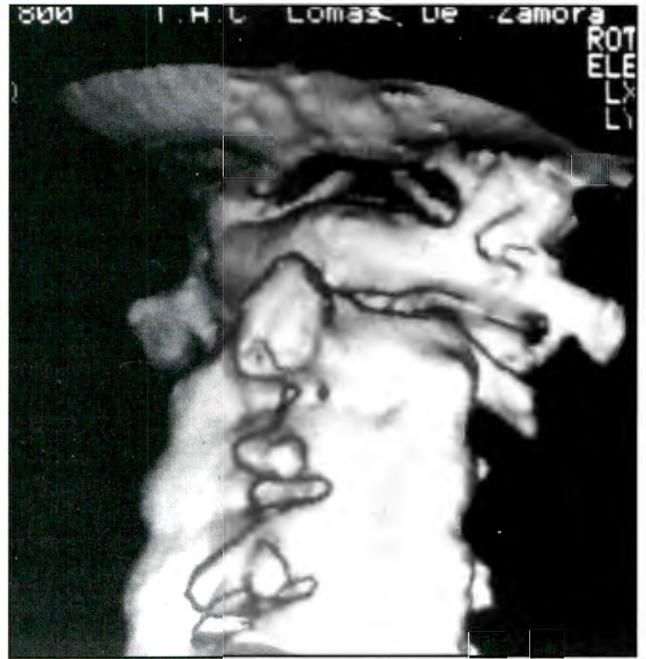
Tomografía computada con reconstrucción tridimensional de la preparación ósea de la figura 3 que muestra claramente la existencia bilateral del conducto óseo del atlas.
